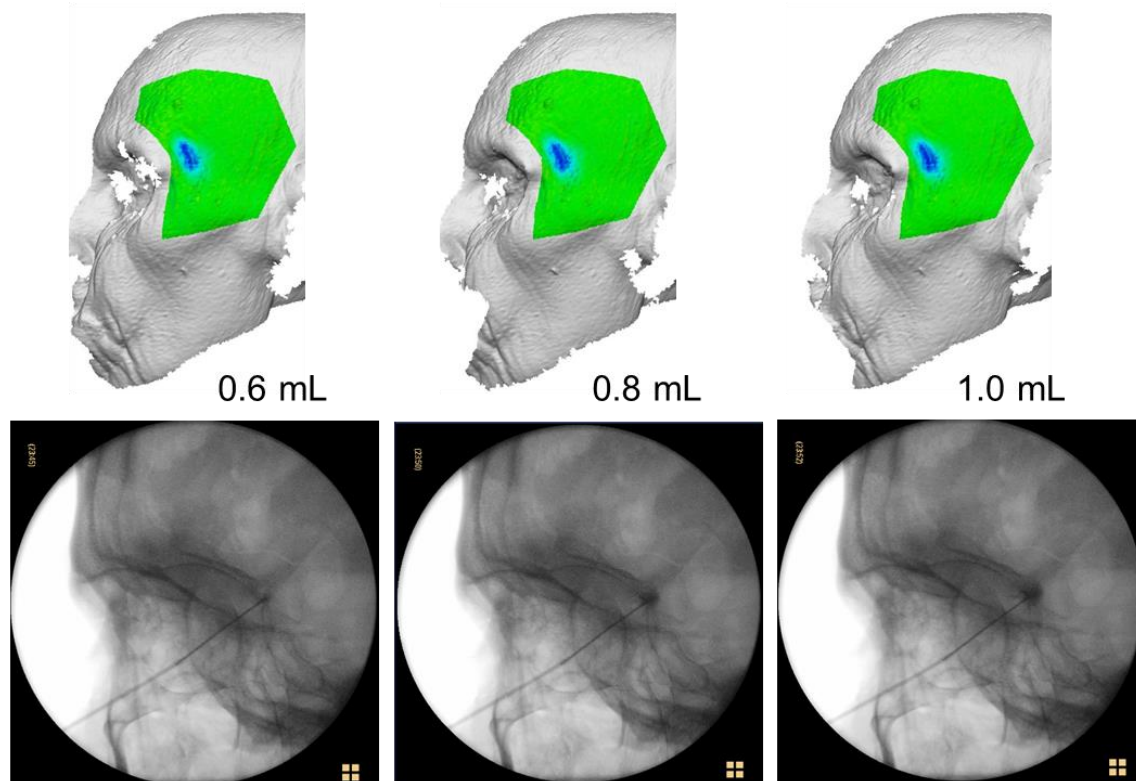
Exemplarische Darstellung der schrittweisen Befüllung und 3-D Volumetrie mit Röntgen Verifizierung des tiefen temporalen Fettkompartiments.
